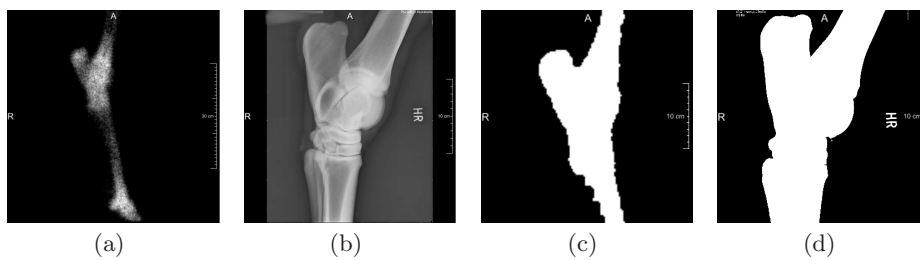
Eingangsbilder Szintigraphie des gesamten Hinterbeines (a) und Röntgenbild des betroffenen Gelenks (b); Maskenbilder der Szintigraphie (c) und der Röntgenaufnahme (d).
